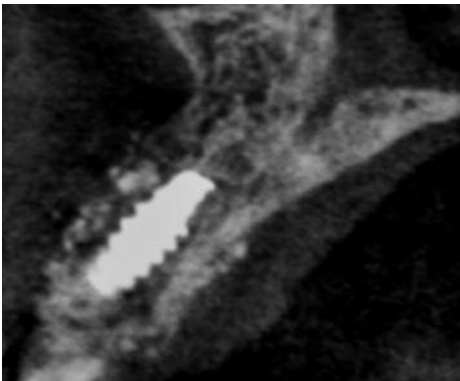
Vue coronale d'un cone beam réalisé 4 mois post-opératoire. L'implant BRAT est bien intégré dans l'environnement osseux.
